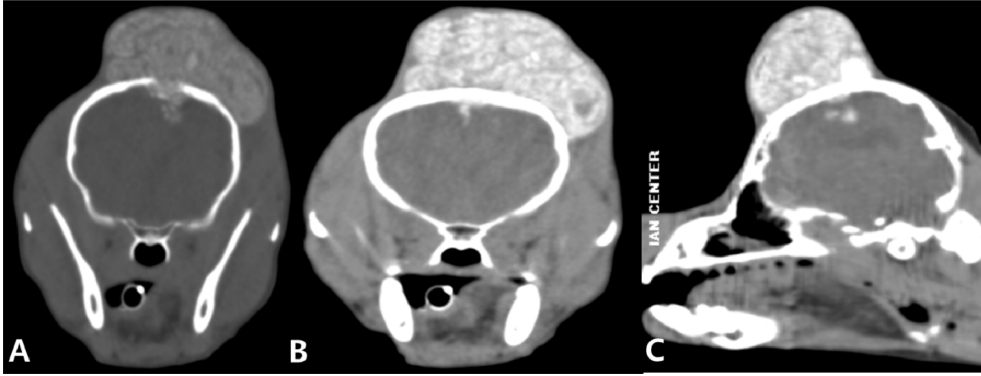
Computed tomography imaging of multilobular tumor of bone. Both pre (A: transverse) and post (B: transverse imaging, C: sagittal imaging) contrast scans injecting an intravenous non-ionic contrast medium (Omnipaque; GE Healthcare, Milwaukee, WI, USA, 280 mg/ml) were used to evaluate brain infiltration and form of mass. CT characteristics of mass were round to oval shape, fine granular appearance, and well defined margins. Mass involving the calvarial bones had invasion of the mass into the cranial vault with a significant intracranial portion. The invasion of the mass to the brain was confirmed by the melting region of parietal bone. There was moderate contrast enhancement of the mass (B and C).
